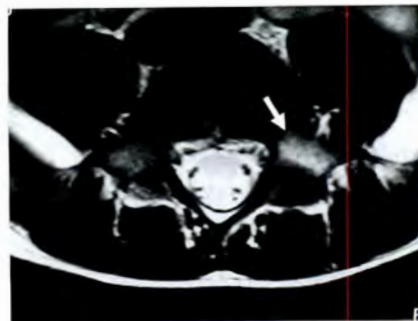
第 5 腰椎分離症初期 MRI (T2 強調画像)
